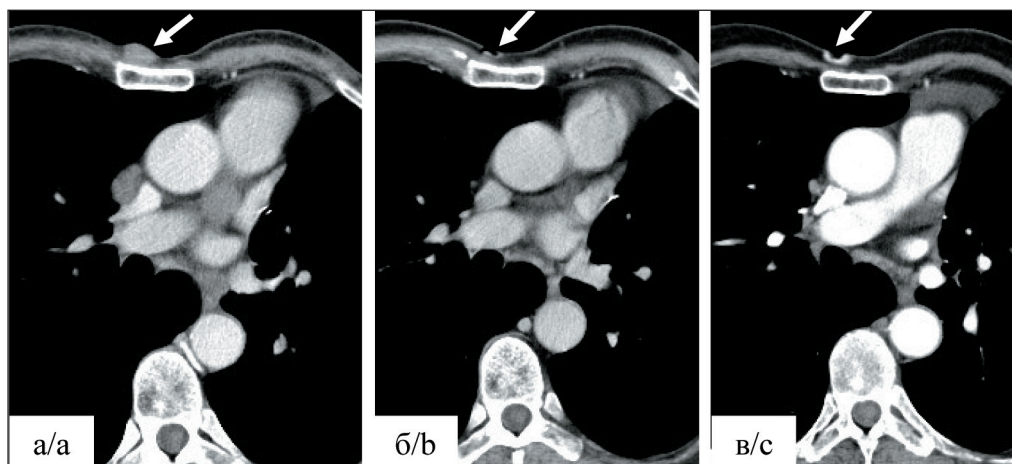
КТ органов грудной клетки в динамике. Состояние после верхней лобэктомии слева. Метастаз в грудную стенку справа (стрелки). Примечания: а) метастаз в грудную стенку справа (стрелка) до лечения; б) через 7 мес после начала лечения отмечается изъязвление на месте метастатического очага (стрелка); в) через 64 мес после начала лечения сохраняется изъязвление на месте метастатического очага (стрелка); рисунок выполнен авторами
